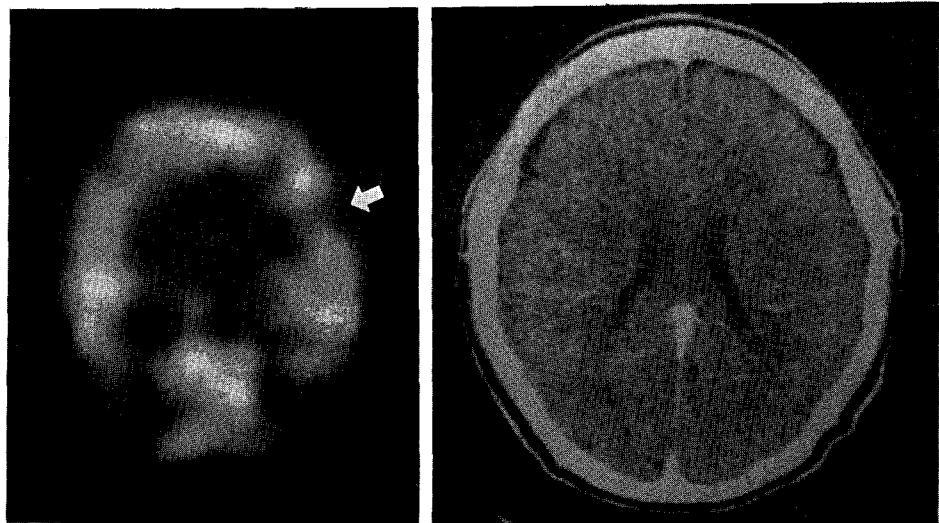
A case with equivocal abnormality on ^{99m}Tc -HMPAO rCBF SPECT.
